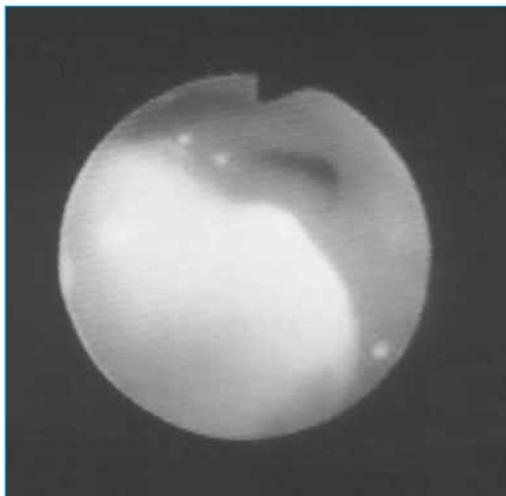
Granuloma tuberculoso a la entrada del bronquio del lóbulo superior derecho, en una niña de 19 meses, que presentaba en la radiografía de tórax atrapamiento aéreo de dicho lóbulo
